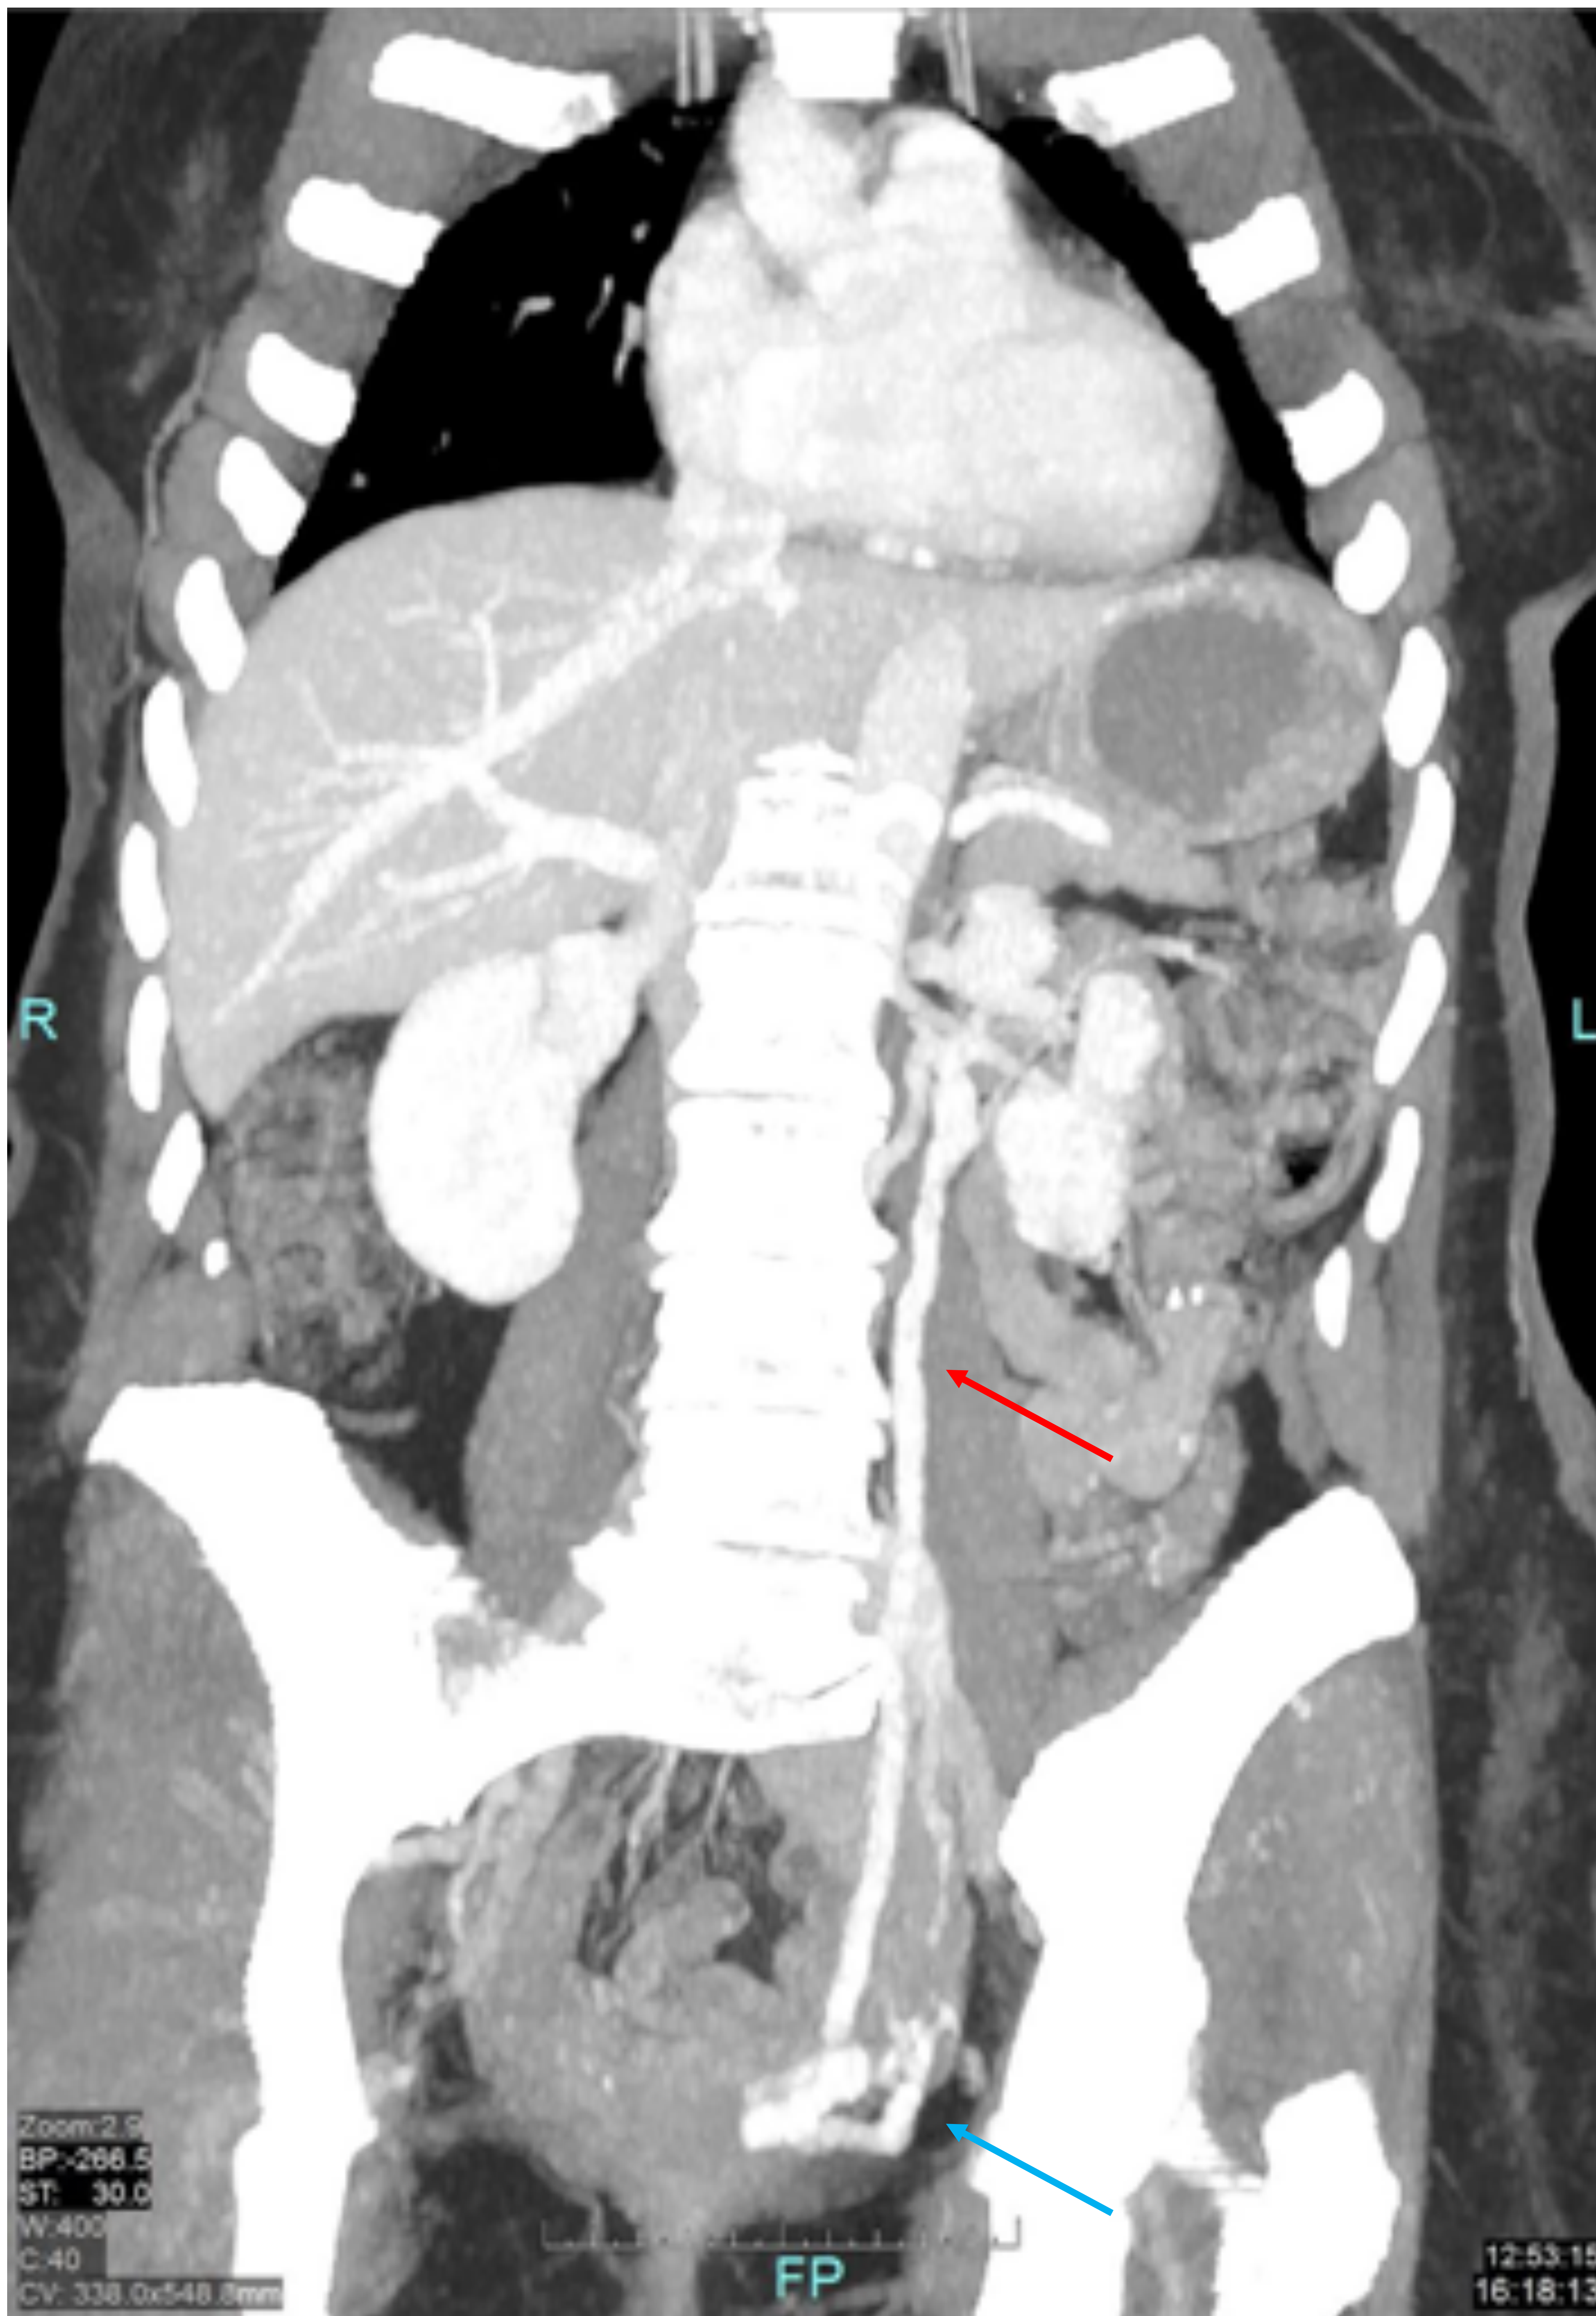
Imagen coronal de TC abdominopélvico realizado a la paciente en el que se observa una dilatación de la vena ovárica izquierda (flecha roja) y varices pélvicas ipsilaterales (flecha azul).
